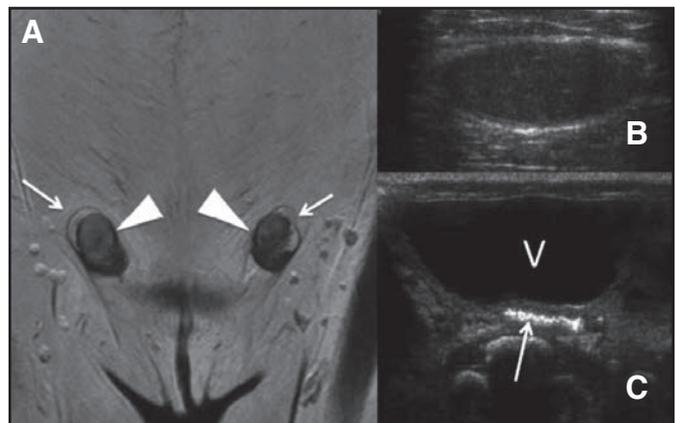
Niña de 16 años consulta por amenorrea, al examen físico se palpan nódulos inguinales bilaterales. Por sospecha de malformación genital se realiza RM pélvica (a) que muestra en este corte coronal ambos testículos (cabeza de flecha) y epidídimos (flechas) en canales inguinales. El US posterior (b y c) confirma imagen de testículos inguinales y ausencia de útero entre vejiga (v) y el recto (flecha). La paciente con cariotipo masculino presentaba síndrome de insensibilidad androgénica periférica.
